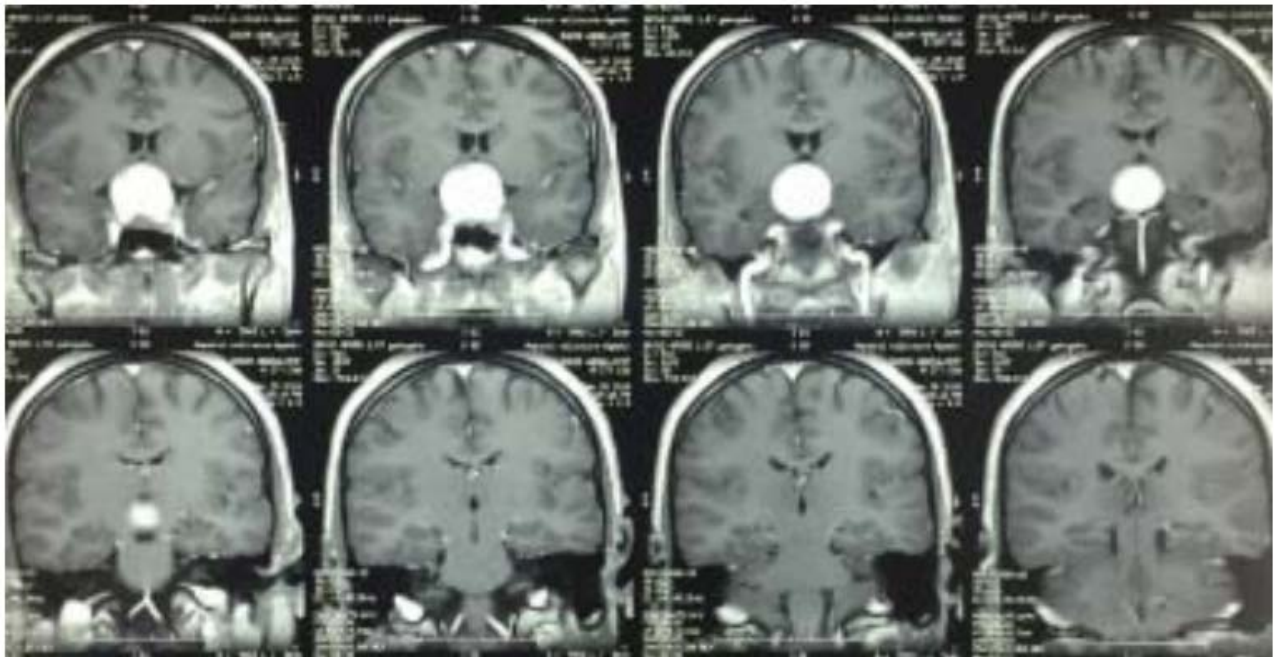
IRM cérébrale en coupe coronale T2 flair objectivant un macroadénome sellaire à double composante kystique et charnue
